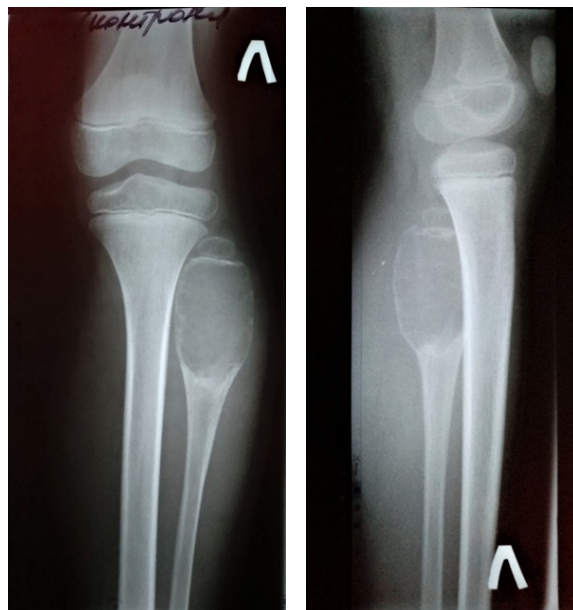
Рентгенограммы ребенка 10 лет с аневризмальной кистой проксимальной части левой малоберцовой кости (указано стрелкой)
